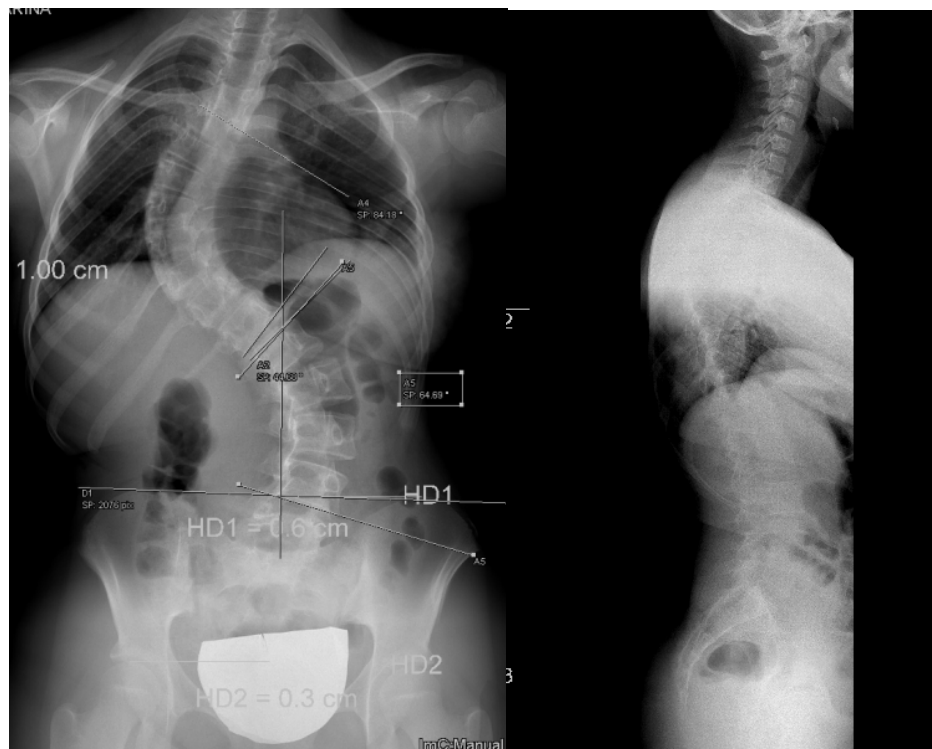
Escoliose idiopática do adolescente em radiografia anteroposterior e em radiografia de perfil onde podemos constatar um ângulo de Cobb a nível torácico de 64° e a nível lombar de 54° .
